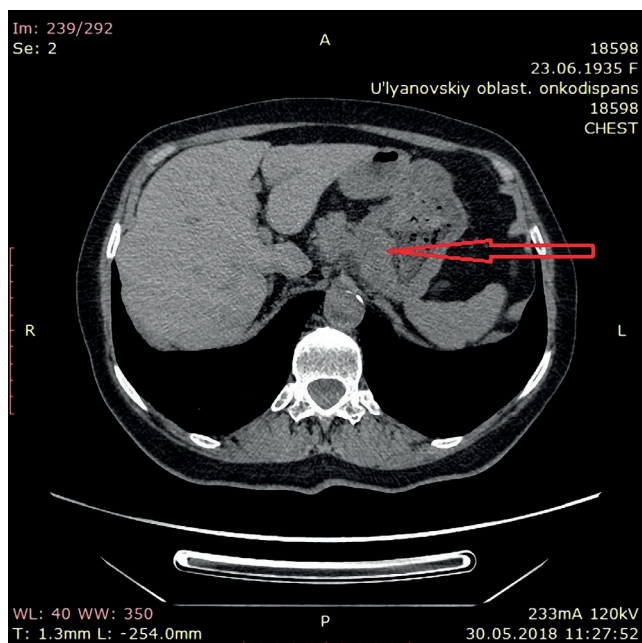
КТ брюшной полости (стрелкой отмечено утолщение стенок кардиального отдела желудка).
